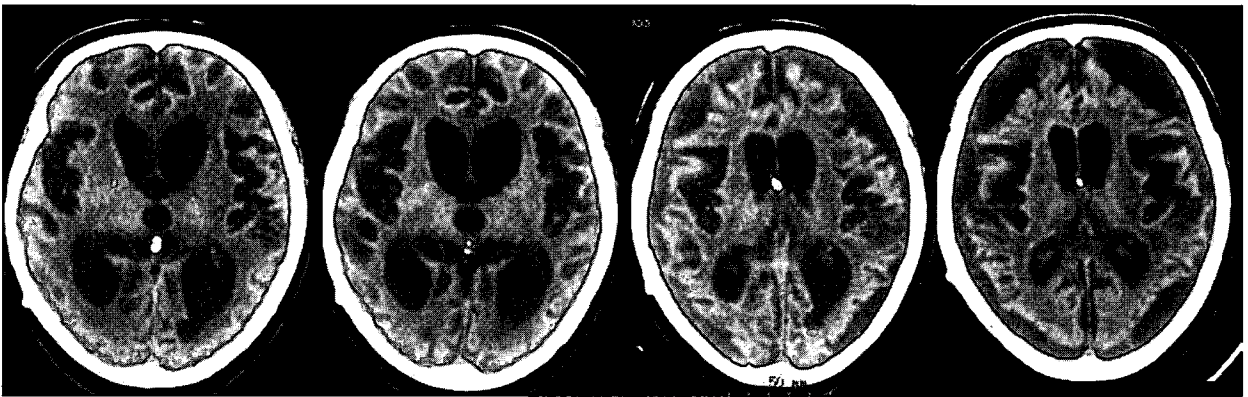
左より、入院時、死亡 8ヶ月前、4ヶ月前、1週間前の CT 画像。硬膜下水腫は死亡 4ヶ月前に出現し、その時点で左側脳室後角に出血を認める。1週間前では、その像は消失している。著明な硬膜下水腫は不変である。
